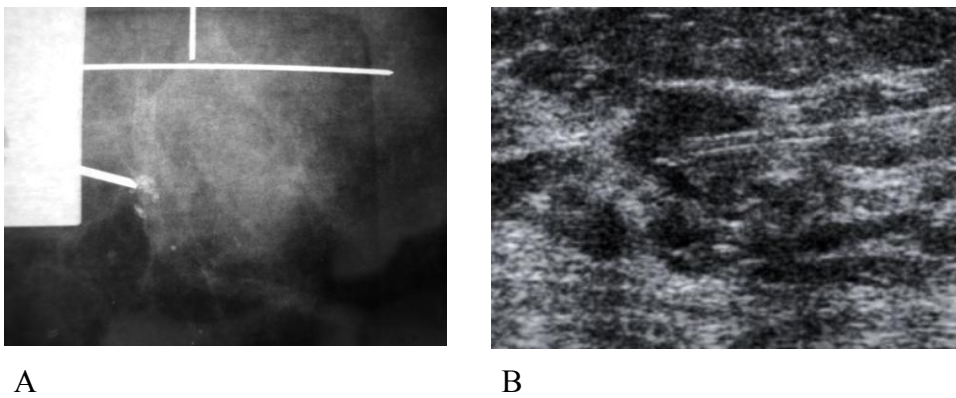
Comprobación de correcta colocación de la aguja previa a la administración del radiofármaco mediante mamografía estereotáxica (A) y mediante ecografía (B).
